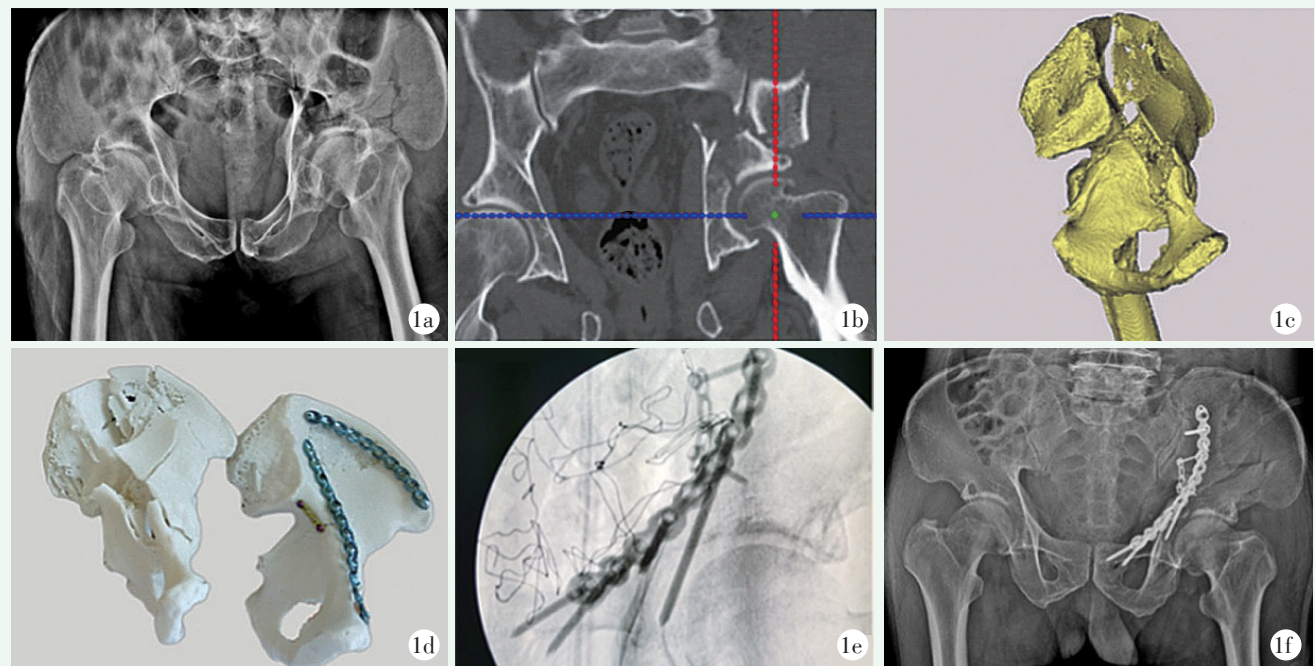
患者男性, 65 岁。1a, 1b: 术前 X 线片和 CT 示右侧髋臼骨折; 1c: 骨盆 CT 三维重建; 1d: 3D 打印髋臼骨折模型和镜像模型钢板, 模拟术中固定; 1e: 术中透视固定复位情况; 1f: 术后复查骨折解剖复位, 内固定位置良好。
